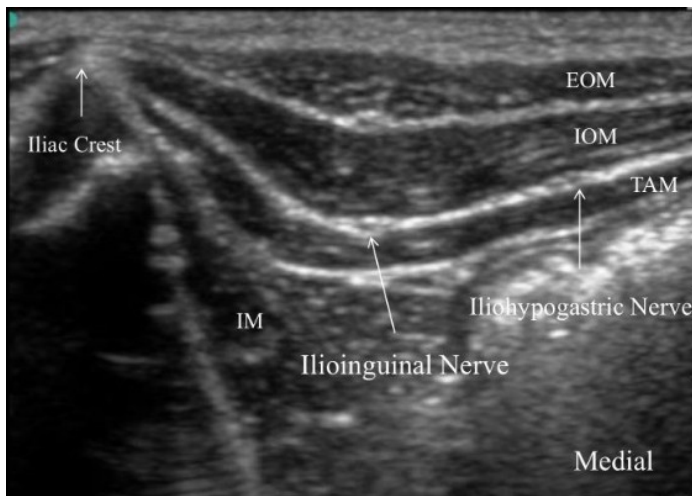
Sonographische Darstellung des N.ilioinguinalis und des N.iliohypogastricus zu deren Blockade. EOM: M. obliquus externus, IOM: M. obliquus internus, TAM: M.transversus abdominis, IM: M.iliacus (33)
